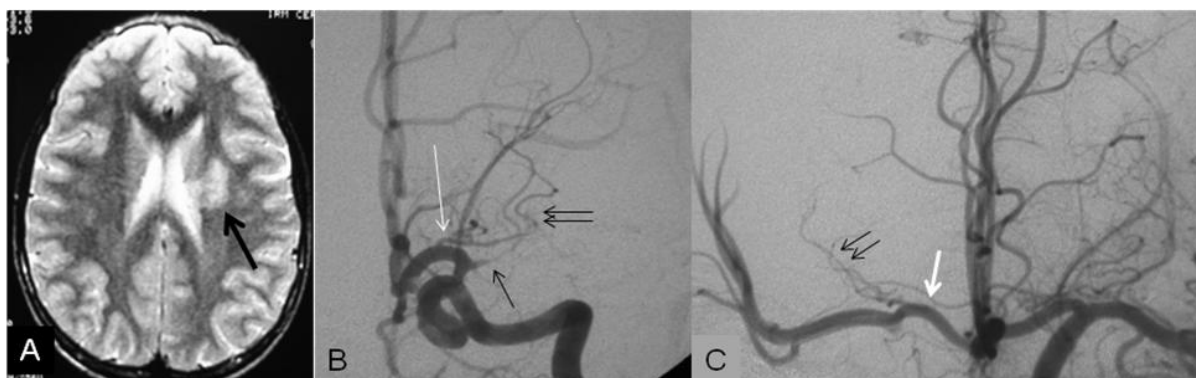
A) Axial T2 RM mostra hipersinal peri-ventricular esquerda, compatível com isquemia (seta); B): angiografia carotídea esquerda na projeção frontal confirma oclusão troncular de M1 (seta preta). Uma ARH (dupla setas) nasce do terço médio de A1 esquerdo (seta branca). C) Outro paciente realizou angiografia carotídea esquerda para investigação de hemorragia subaracnóidea, e identificamos uma ARH (setas dupla) nascendo do terço médio de A1 contralateral (seta branca).
